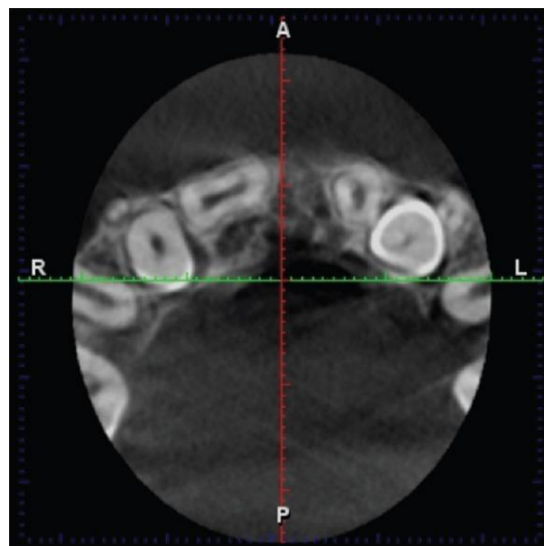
coupe transversale du CBCT centrée sur 11 et 21 [19].
